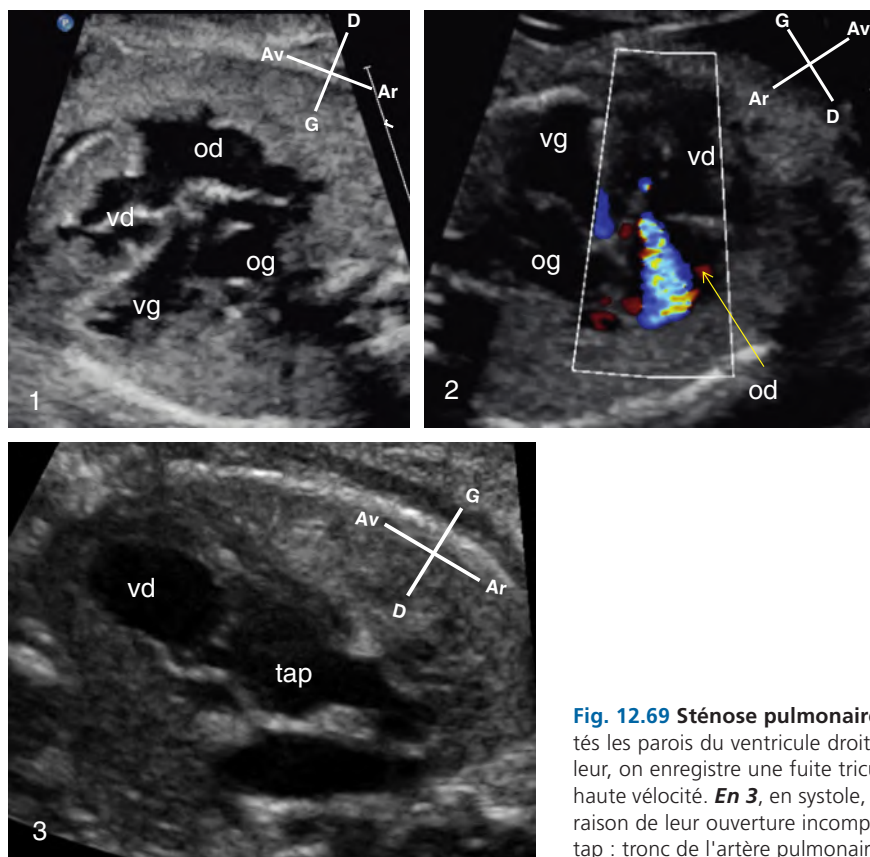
Sténose pulmonaire valvulaire. *En 1*, en incidence des quatre cavités les parois du ventricule droit (vd) sont hypertrophiées. *En 2*, en Doppler couleur, on enregistre une fuite tricuspide avec un flux mosaïque car turbulent et de haute vélocité. *En 3*, en systole, les valves pulmonaires ont un aspect en dôme en raison de leur ouverture incomplète. od : oreillette droite; og : oreillette gauche; tap : tronc de l'artère pulmonaire; vg : ventricule gauche.
